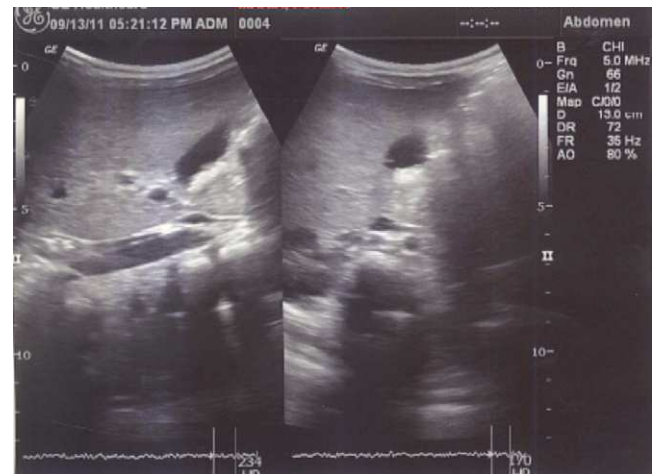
Ecografía de la vesícula biliar el día 5 de tratamiento con ceftriaxona, donde se observa cálculo en su interior.
